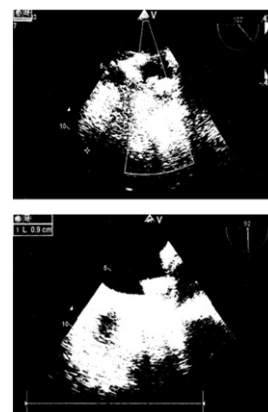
Чреспищеводная эхокардиография (интраоперационно): показана протрузия нижнего края окклюдера (размер окклюдера 33, анатомическая форма ушка — chicken wing).
